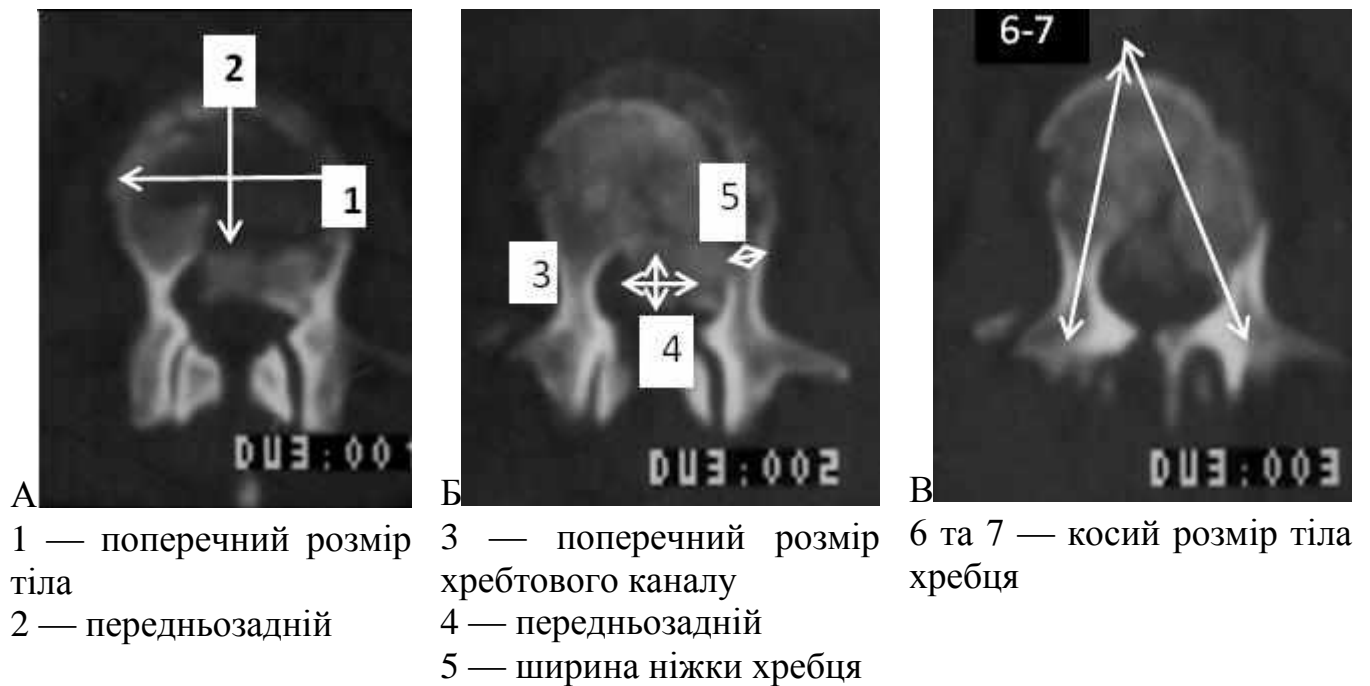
КТ, аксіальна проекція, вимірювання планіметричних показників.
